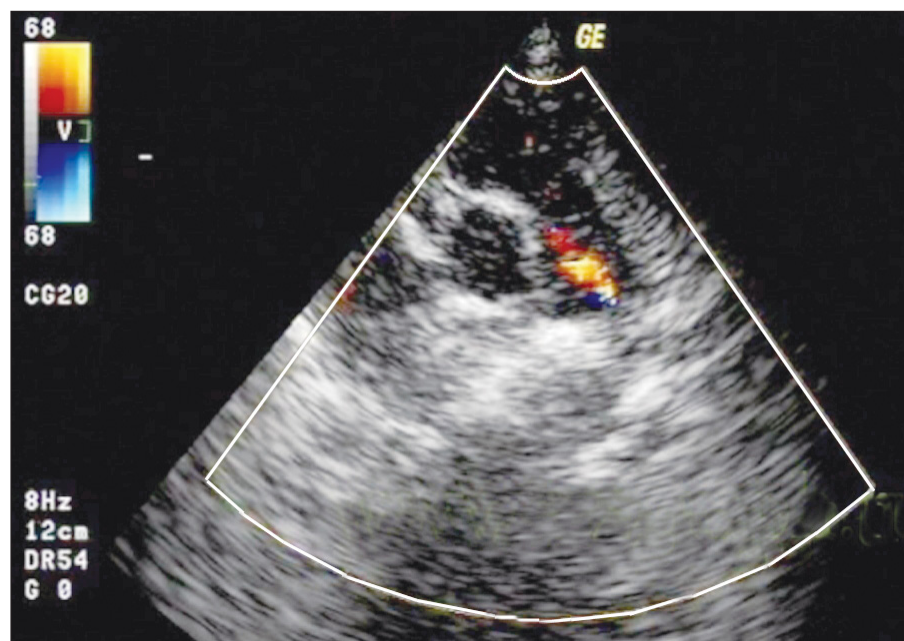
Эхокардиографическое исследование сердца при открытом артериальном протоке
